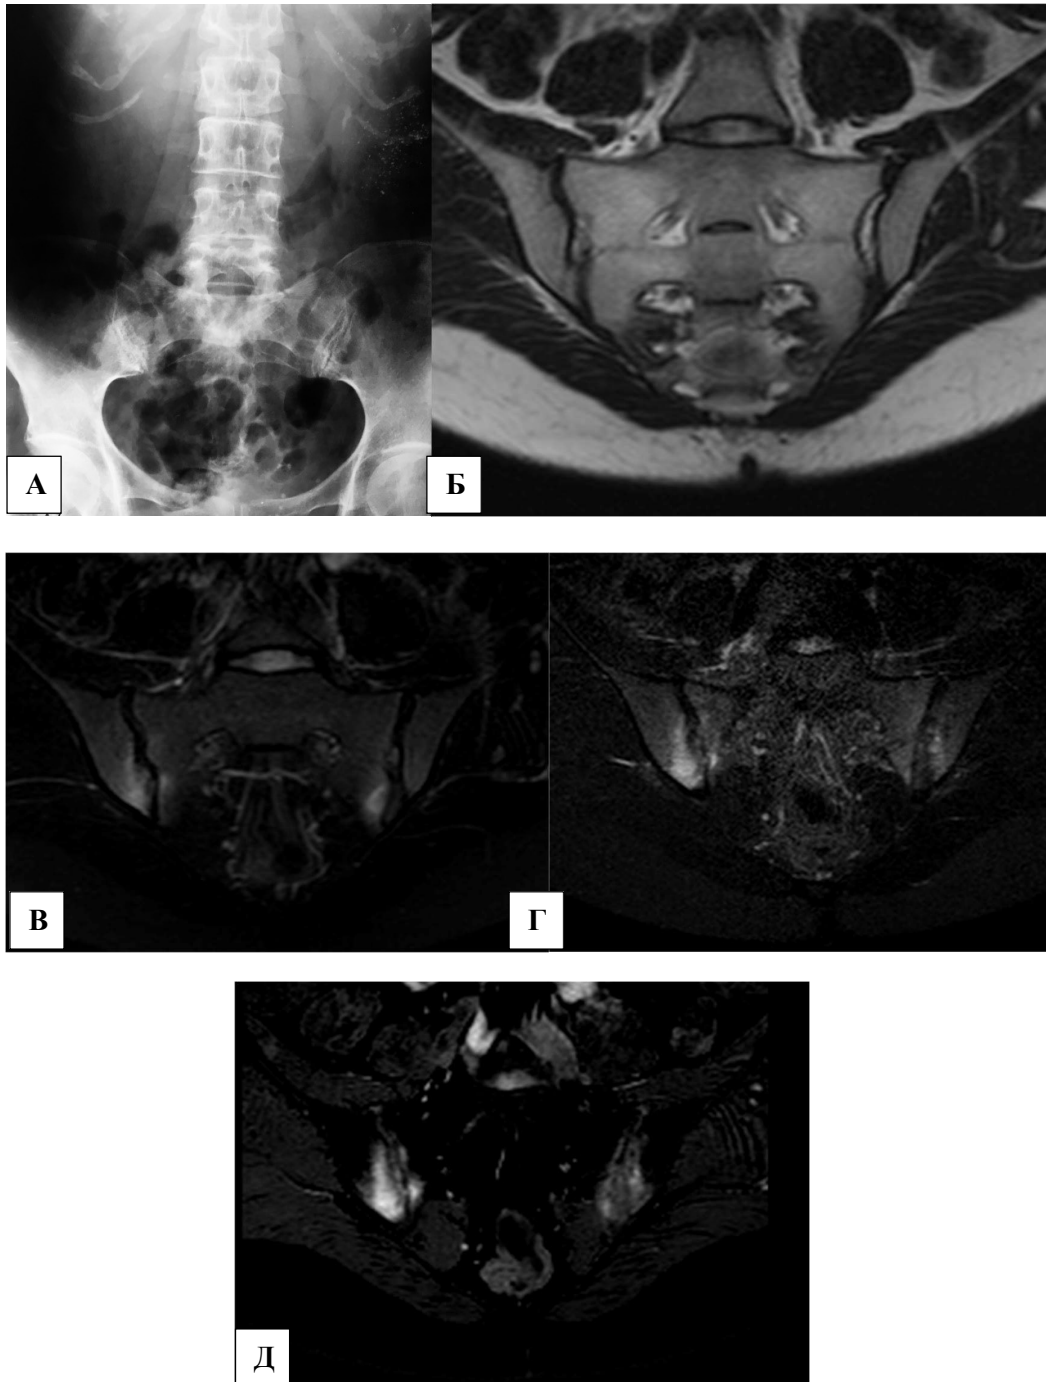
Сакроилеит. А) рентгенограмма в прямой проекции; Б) T2 ВИ, корональная плоскость; В) T2 TSE, корональная плоскость В) T2 DIXON, корональная плоскость Г) T2 STIR, кор. плоскость Д) субтракция T2 DIXON, корональная плоскость.
